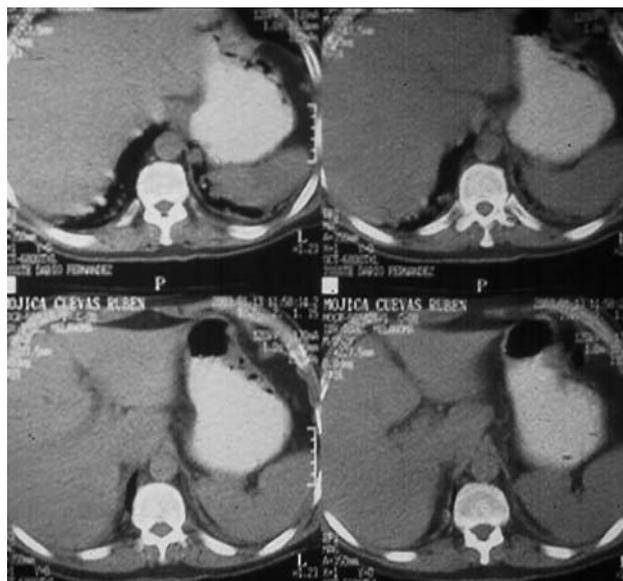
TAC de abdomen superior sin medio de contraste, con metástasis.
